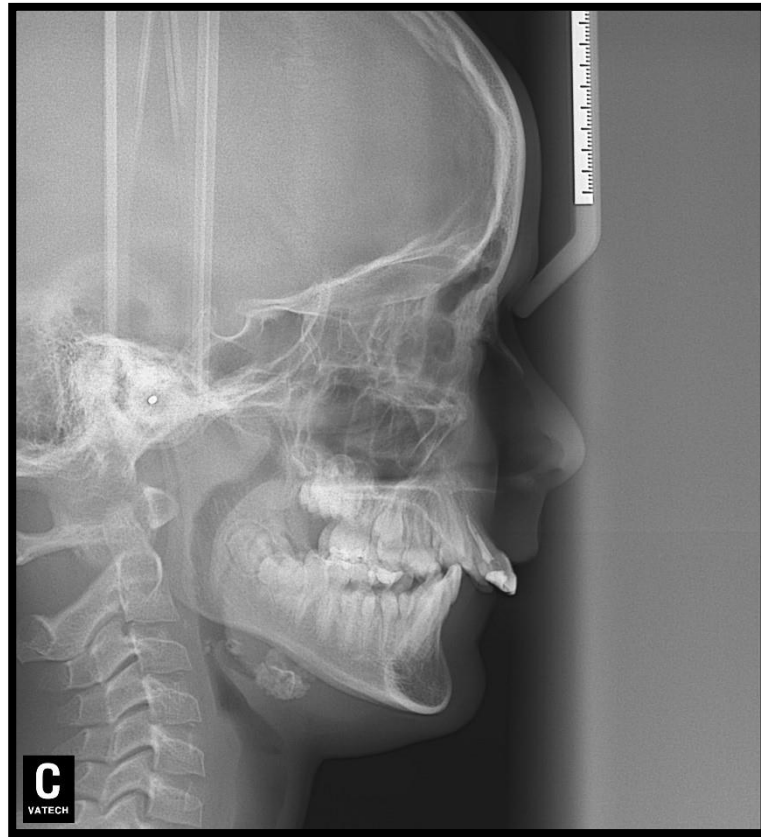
Telerradiografia Lateral
